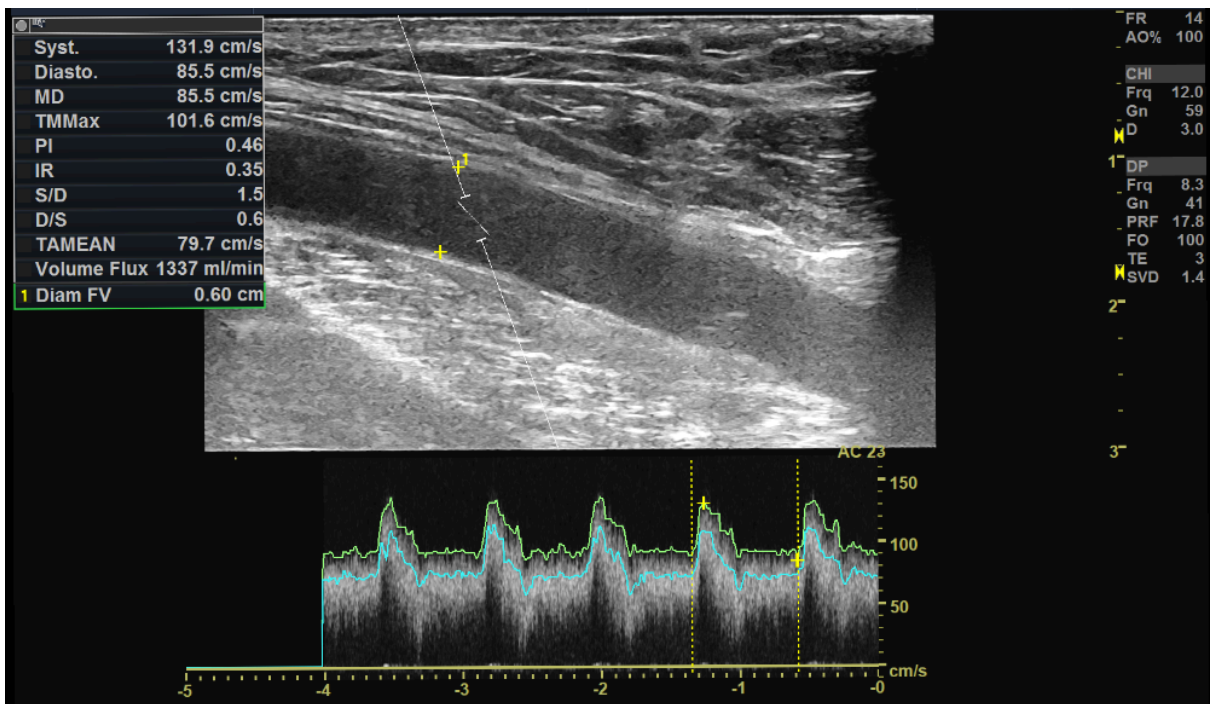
Doppler pulsé avec augmentation du débit à 1337ml/min et IR à 0,35
